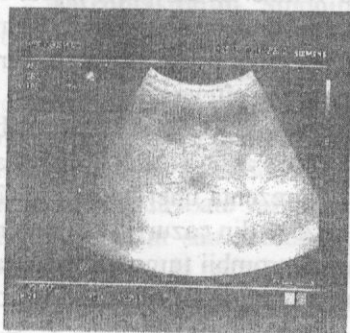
Ecografia rinichiului stîng.
